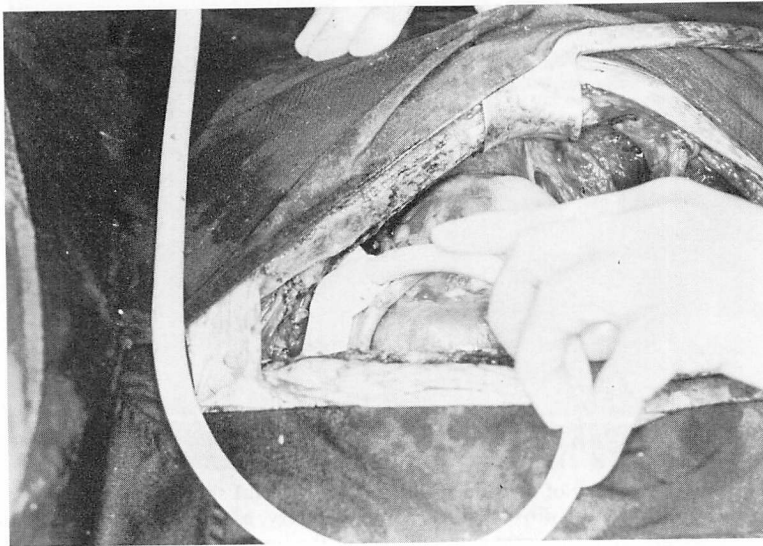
Echocardiographic technique to image the coronary artery during surgery.
